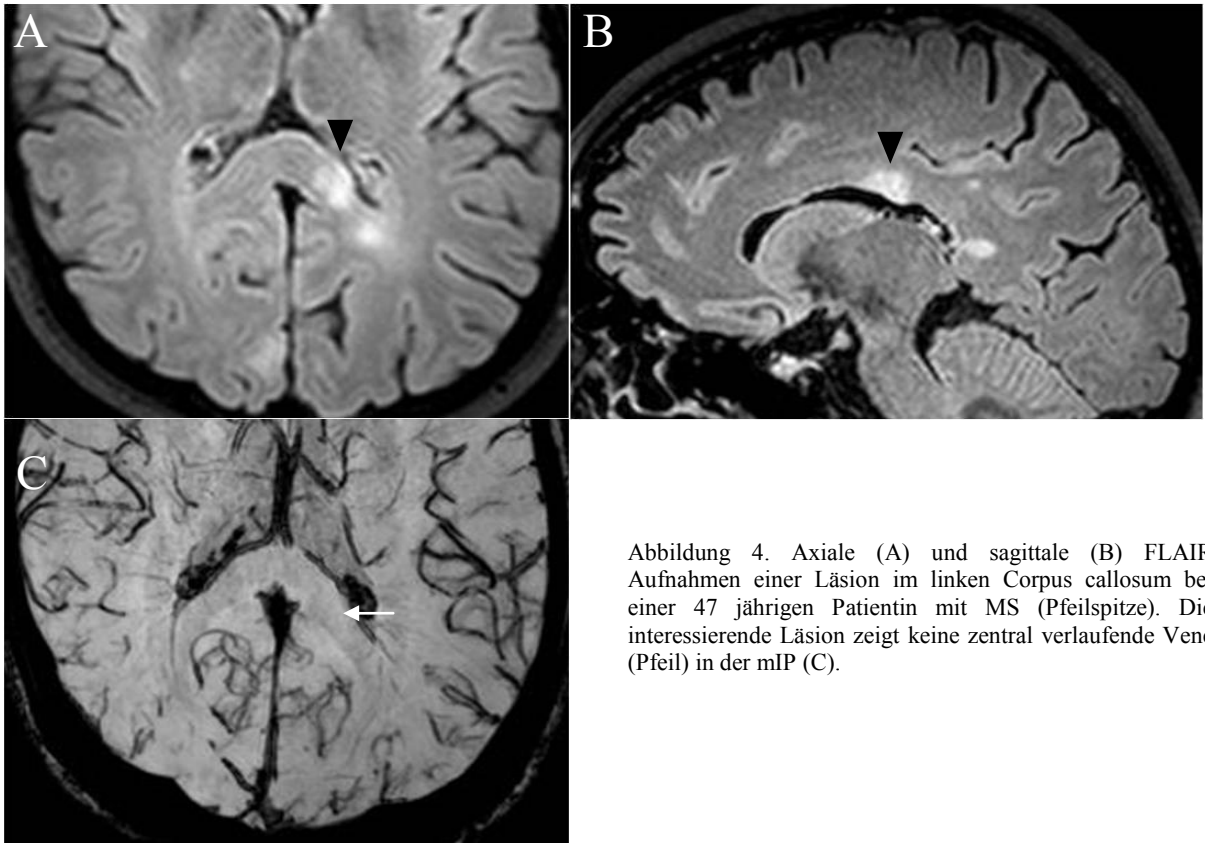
Axiale (A) und sagittale (B) FLAIR Aufnahmen einer Läsion im linken Corpus callosum bei einer 47 jährigen Patientin mit MS (Pfeilspitze). Die interessierende Läsion zeigt keine zentral verlaufende Vene (Pfeil) in der mIP (C).
